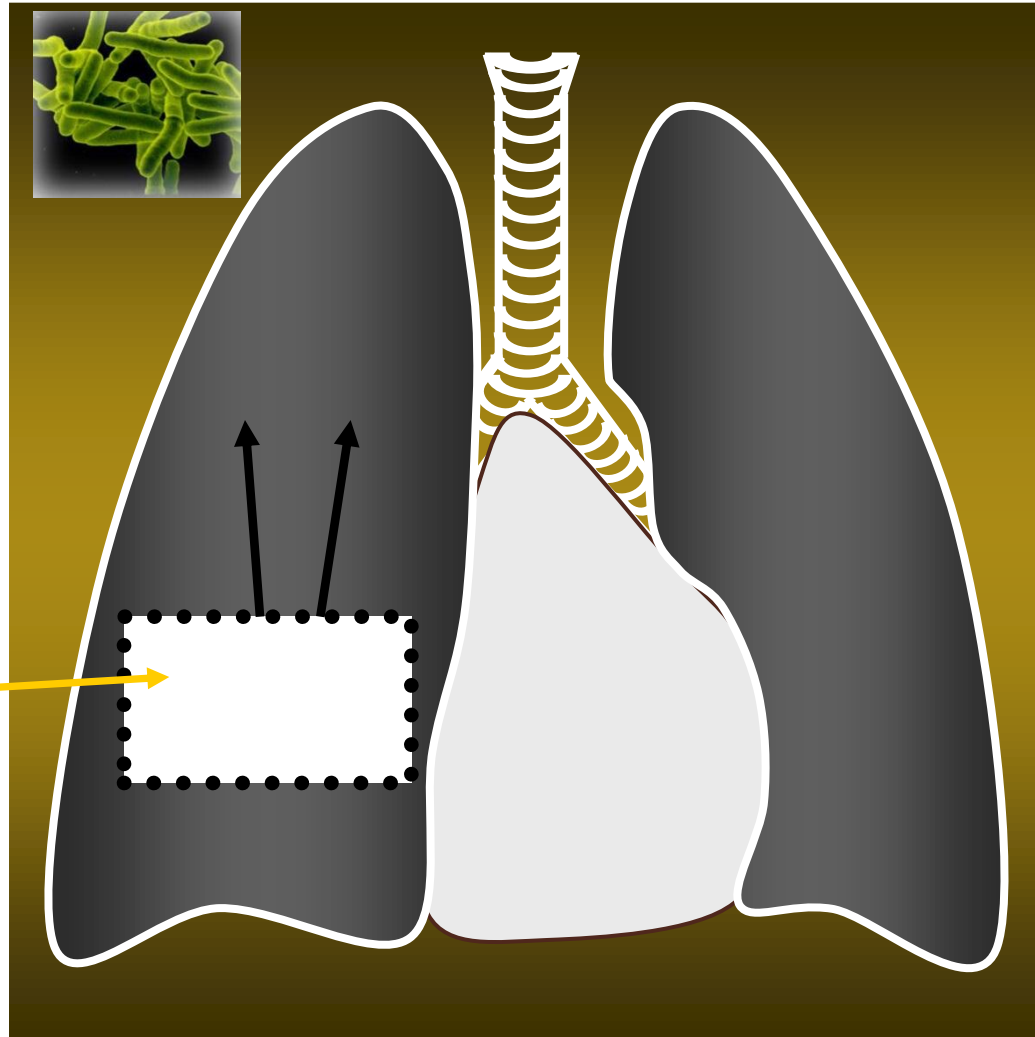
a: Chest X-ray showing a calcified peripheral nodule in the lower right lung, lymphangitis (encircled in b) and hilar involvement (Ranke's complex) (Reproduced from Melo 2005a).
